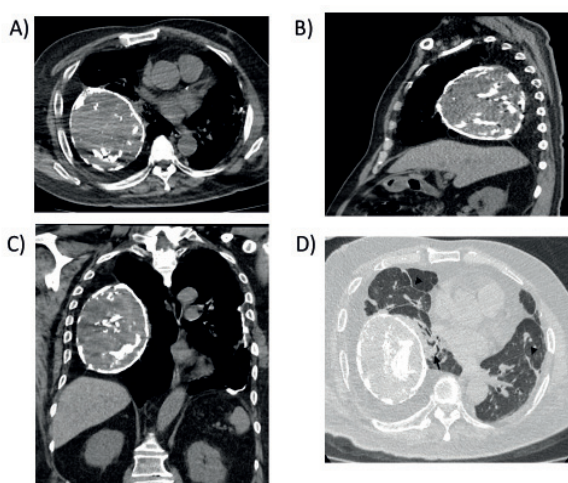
TC de tórax sin contraste, ventana de mediastino: A) Corte axial, B) Corte sagital y C) Corte coronal. Se observa a nivel del hemitórax derecho, voluminosa masa heterogénea, presenta densidad de partes blandas con calcificaciones en su interior y periféricas, de origen extrapulmonar. La misma genera compresión del parénquima adyacente y desviación del mediastino hacia contralateral. D) TC de tórax sin contraste, ventana de parénquima. Corte axial. Se observa atelectasia a nivel de los segmentos basales del lóbulo inferior derecho, secundaria a la compresión de la masa heterogénea descrita previamente (flecha). Se visualizan además bandas adherenciales de hipoventilación bilaterales (cabeza de flecha).
